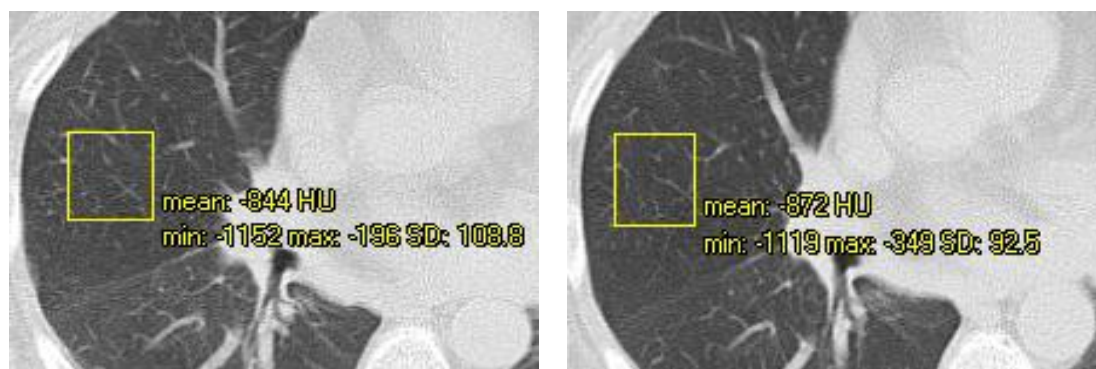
КТ хворої С., саркоїдоз II стадії, через 6 міс. (ліворуч) і 12 міс. (праворуч) ГКС-терапії: суттєво зменшилася щільність паренхіми (з –844 HU до –872 HU)
